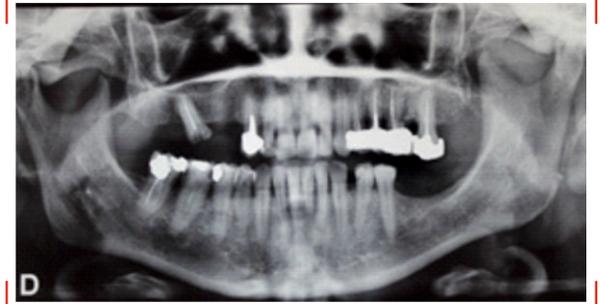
Radiographie panoramique avant traitement.
